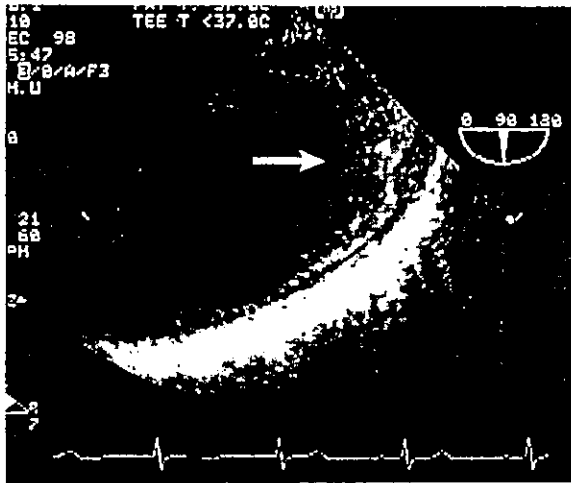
18 糖尿病と高脂血症を合併した症例の経食道心エコーBモード断層エコー図横断像
